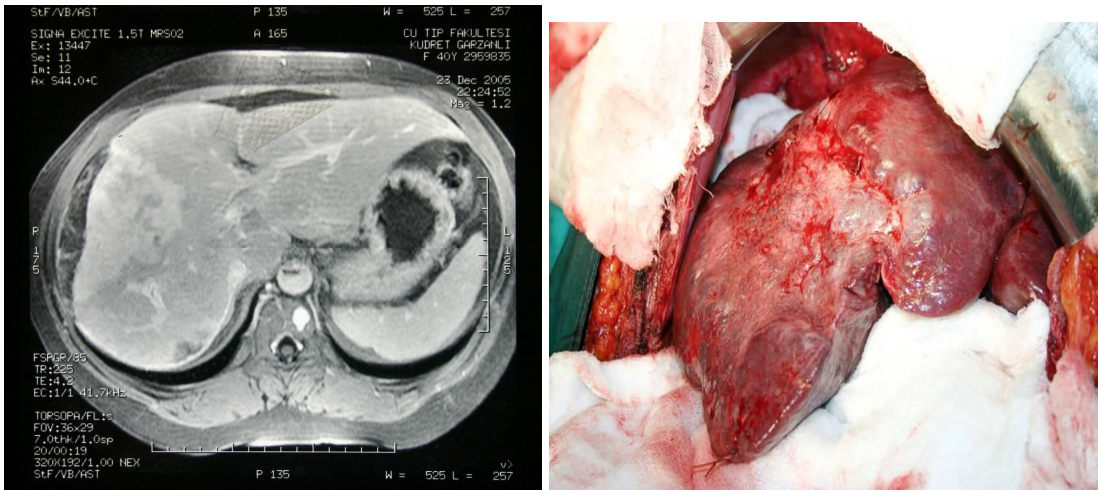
Prime KC leiomyosarkomlu bir olgunun BT ve spesmen görüntüleri
